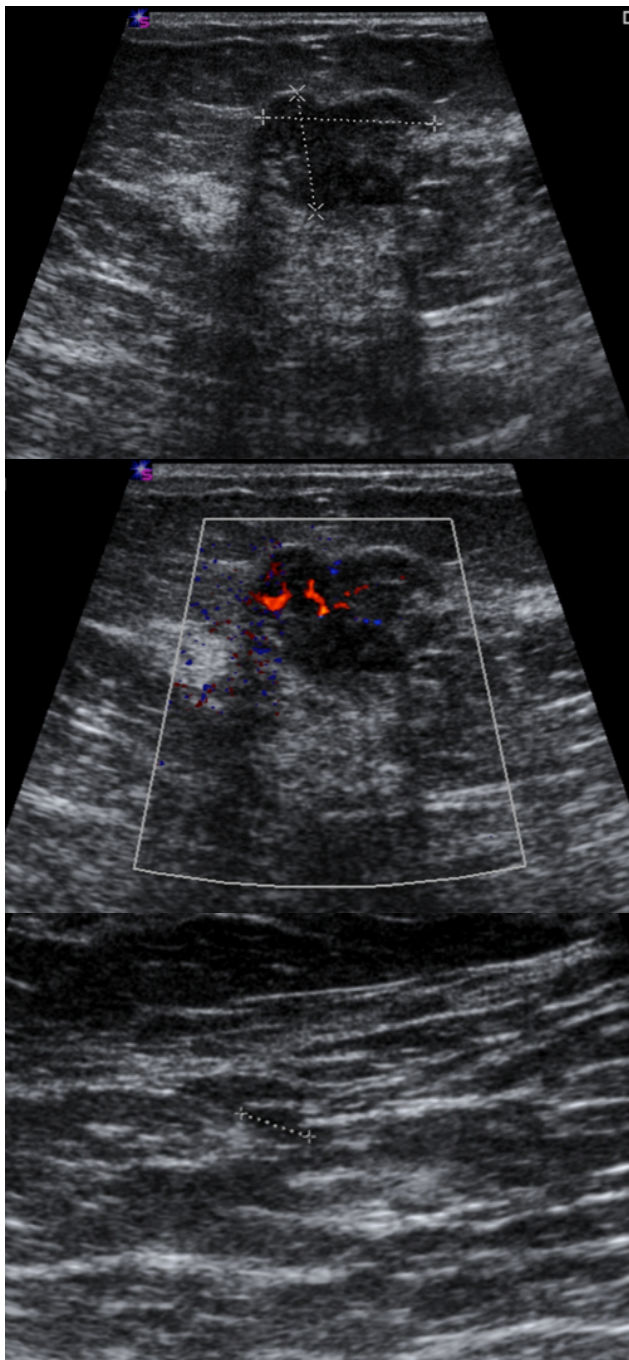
Ecografía mama derecha
